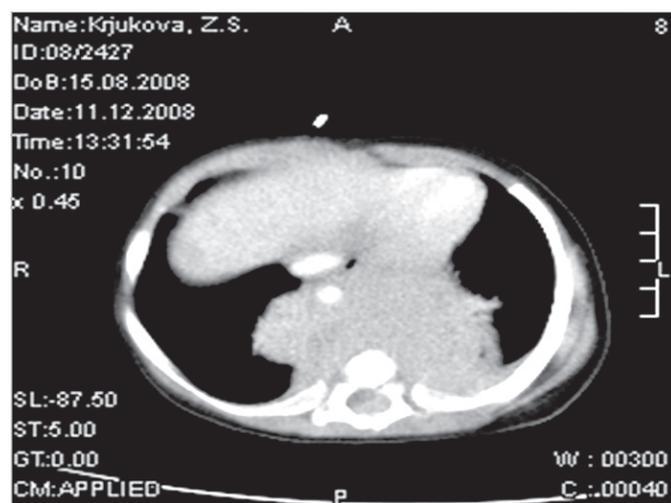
Компьютерная томография больной с диагнозом – нейробластома заднего средостения с прорастанием в позвоночный канал на уровне Th4–Th5
